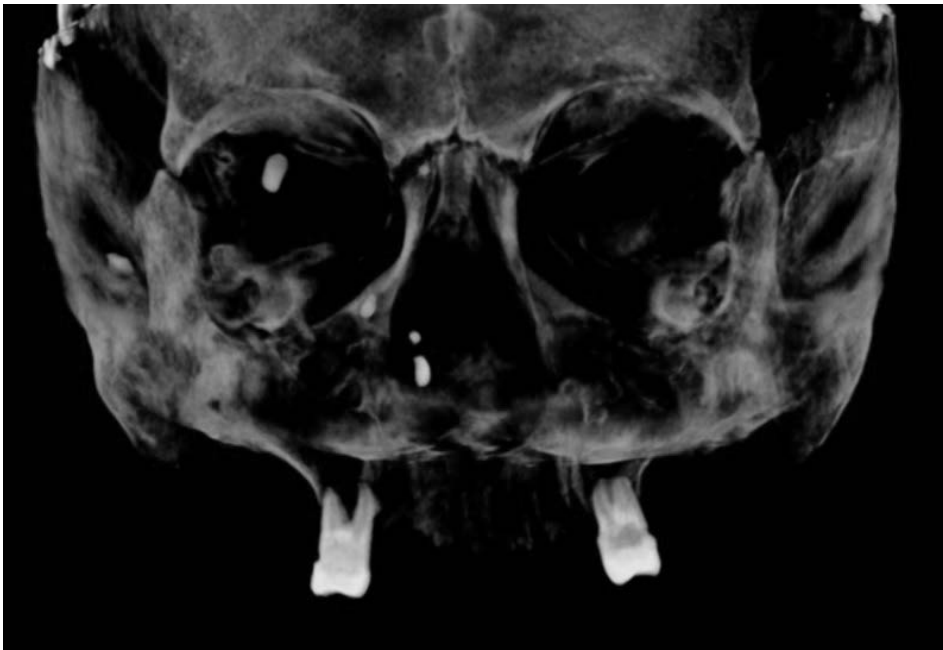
Immagine di un cranio sul piano frontale: si noti l'asse d'inclinazione dei molari. TC cone beam di reperto del Museo di Antropologia dell'Università di Firenze.
